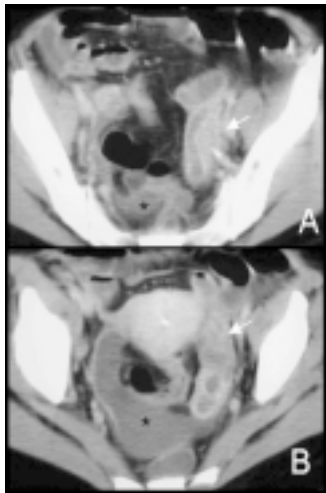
Salpingite subguda em mulher com dispositivo intra-uterino, referindo dor pélvica aguda e febre. Na TC (A-B) com contraste iodado endovenoso observa-se na área aneal esquerda estrutura serpiginosa (seta) com conteúdo hipodenso de parede e septações espessadas e hipercaptantes com líquido regional predominantemente localizado no fundo-de-saco posterior (asterisco).
